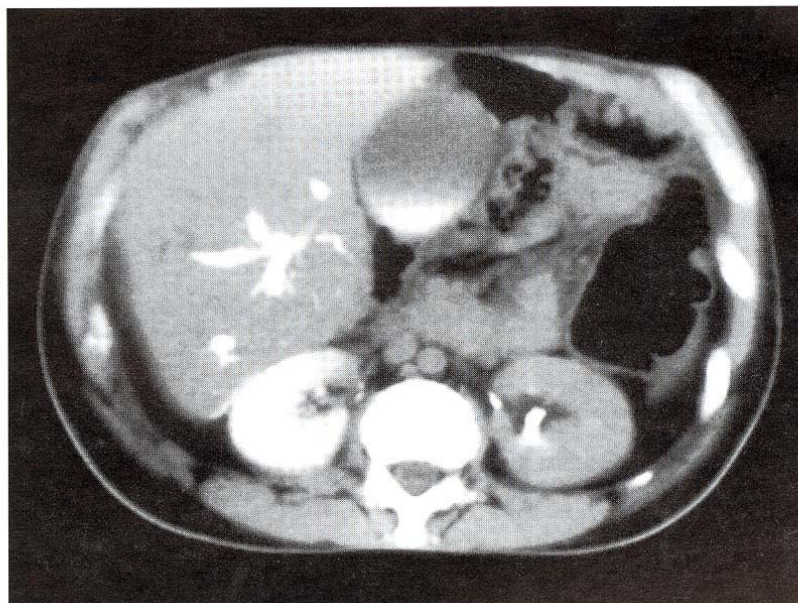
TAC abdominal con contraste, donde se objetiva una eliminaci3n asim3trica del medio de contraste por ambos ri3ones, con nefrograma persistente en el ri33n derecho
